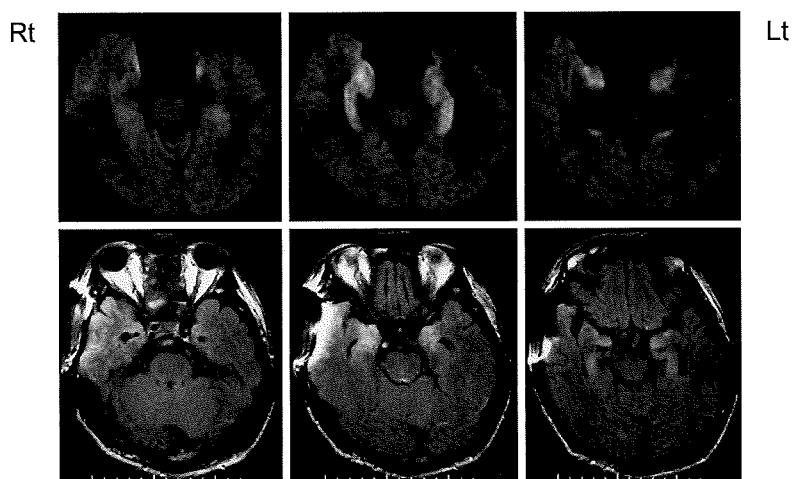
症例2 発症第6病日、拡散強調画像およびFLAIR画像。両側頭葉内側は左右対称性の高信号を呈し、特に拡散強調画像でより明瞭である。ガドリニウム造影MRIで造影効果はなかった。FLAIR画像右側のアーチファクトは挿管チュープによるもの。
